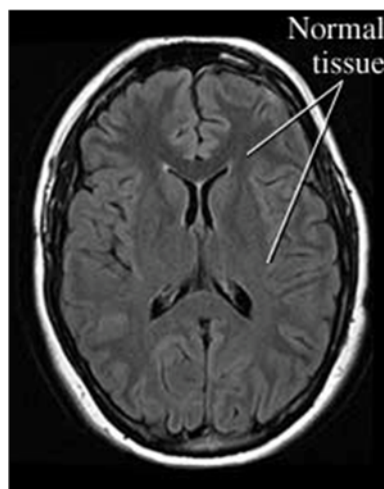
Ressonância Magnética de indivíduo normal, isto é, sem a presença de qualquer patologia (Feldman, R., *et al.*, 1999).
